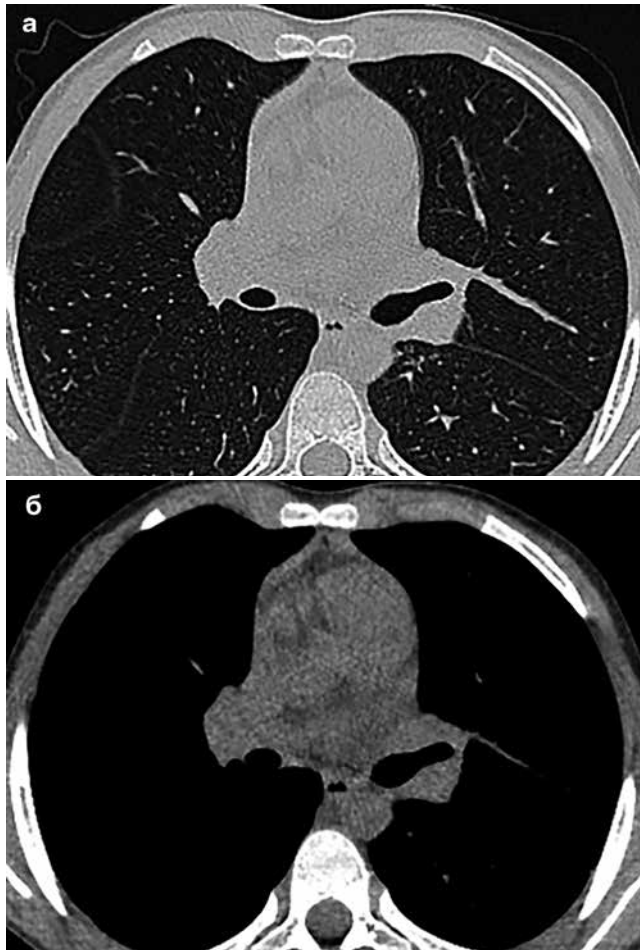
а, б. Пациент К., 7 лет. Сканы КТ ОГК (а – легочное окно, б – мягкотканное окно) к окончанию лечения (12 мес. ХТ)
